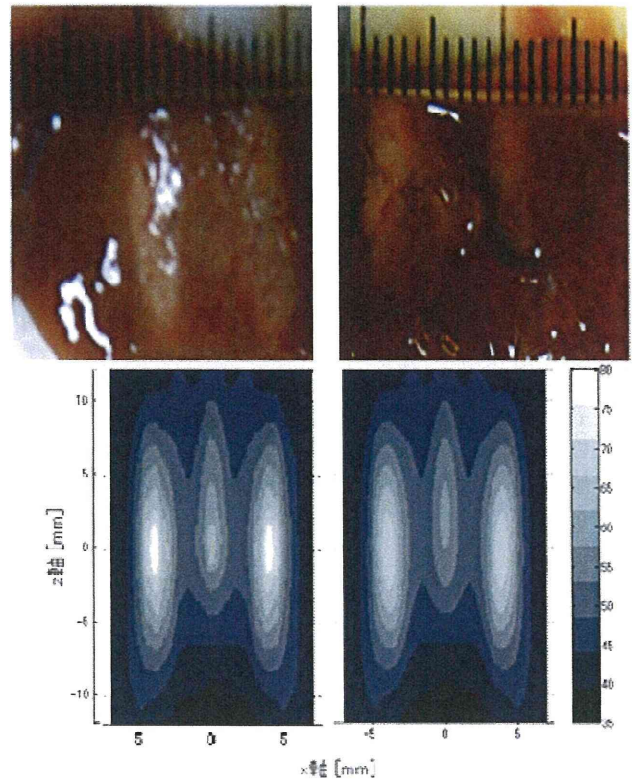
ブタ肝臓試料の超音波加熱凝固実験結果.
